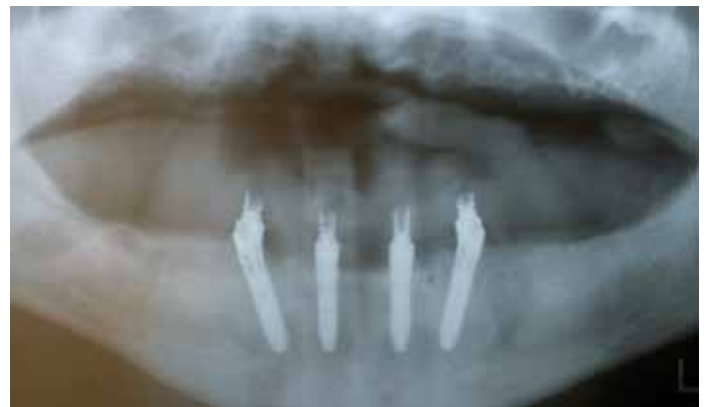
Die postoperative Röntgenaufnahme zeigt den spaltfreien Sitz der Abutments und der Titanhülsen. Deutlich zu sehen ist ein vom Foramen mentale nach mesial bis in die Region der Implantat Spitze und ein ziehender akzessorischer Gang rechts.
